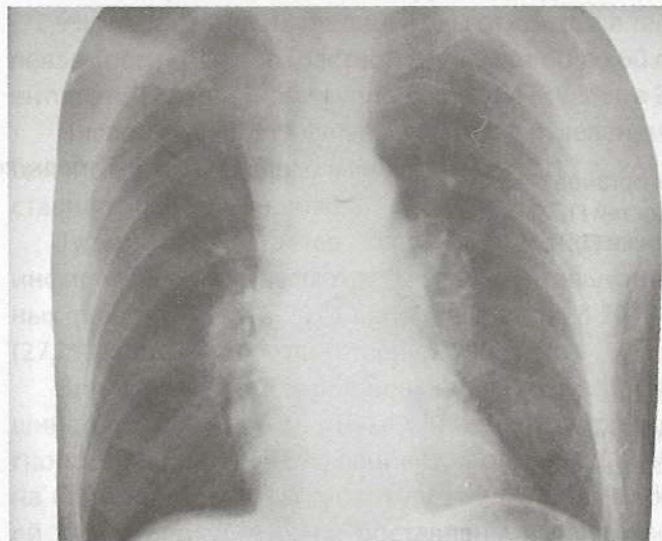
Рентгенограмма ВИЧ-положительного больного Н., 32 года, с туберкулезом легких и внутригрудных лимфатических узлов
